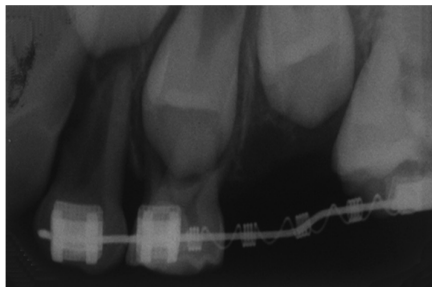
Radiografia periapical após recuperado o espaço necessário para irrupção do dente 25.
